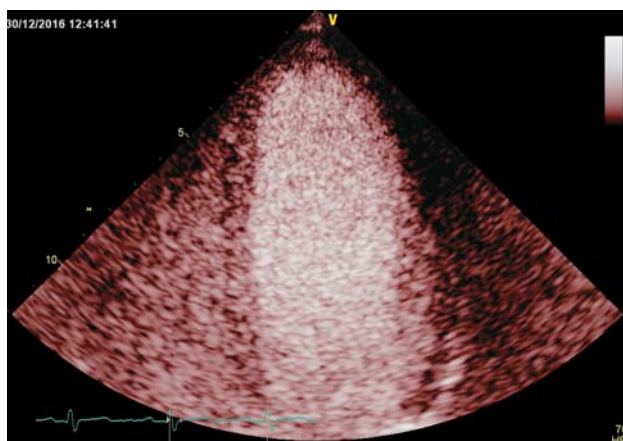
Эхокардиография с контрастным усилением, апикальный вид. Равномерное заполнение полости левого желудочка с четкой границей эндокарда.
